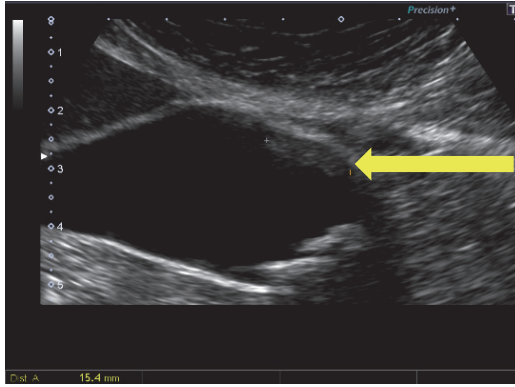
A Abdominal ultrasonography (AUS) Bモード
